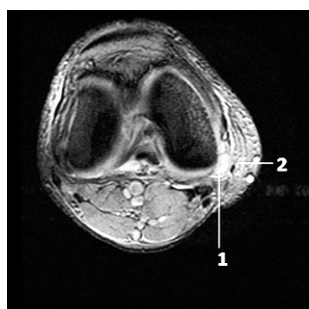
МРТ левой ноги: 1 – малоберцовый нерв; 2 – область отёка подкожной клетчатки
